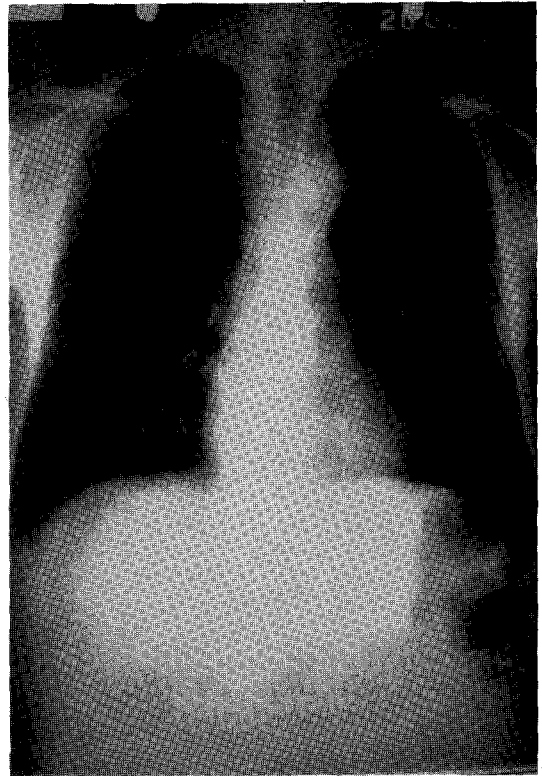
Chest X-ray shows no abnormal parenchymal lesion which can cause hypoxemia.
